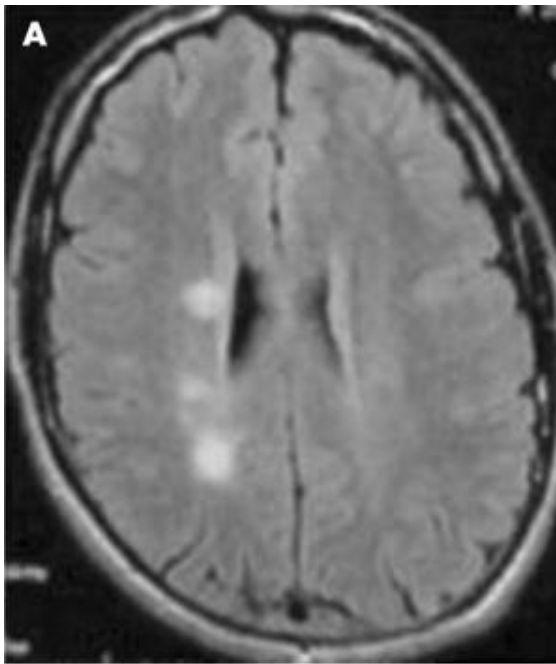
(A) T2 weighted fluid attenuated inversion recovery (FLAIR) brain MRI showing hypersignals suggestive of multiple sclerosis. (B) Gadolinium enhancement of two lesions. (C) T2 weighted FLAIR brain MRI showing hypersignals with (D) dissemination in time on the MRI 6 months later.
